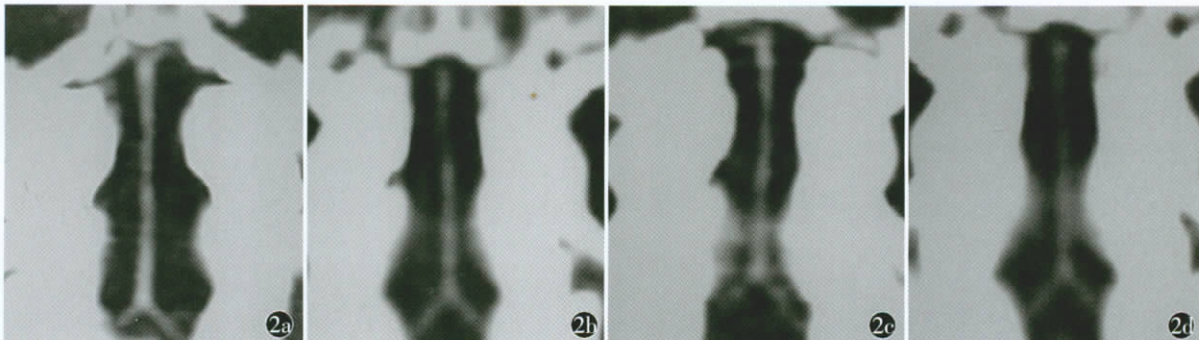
CTA 检测兔基底动脉管径结果 2a~2b 分别为对照组、SAH 组、米力农组、米力农+L-NAME 组,SAH 组管径比对照组和米力农组变细,痉挛血管呈串珠样改变。米力农 + L-NAME 组管径较米力农组变细
